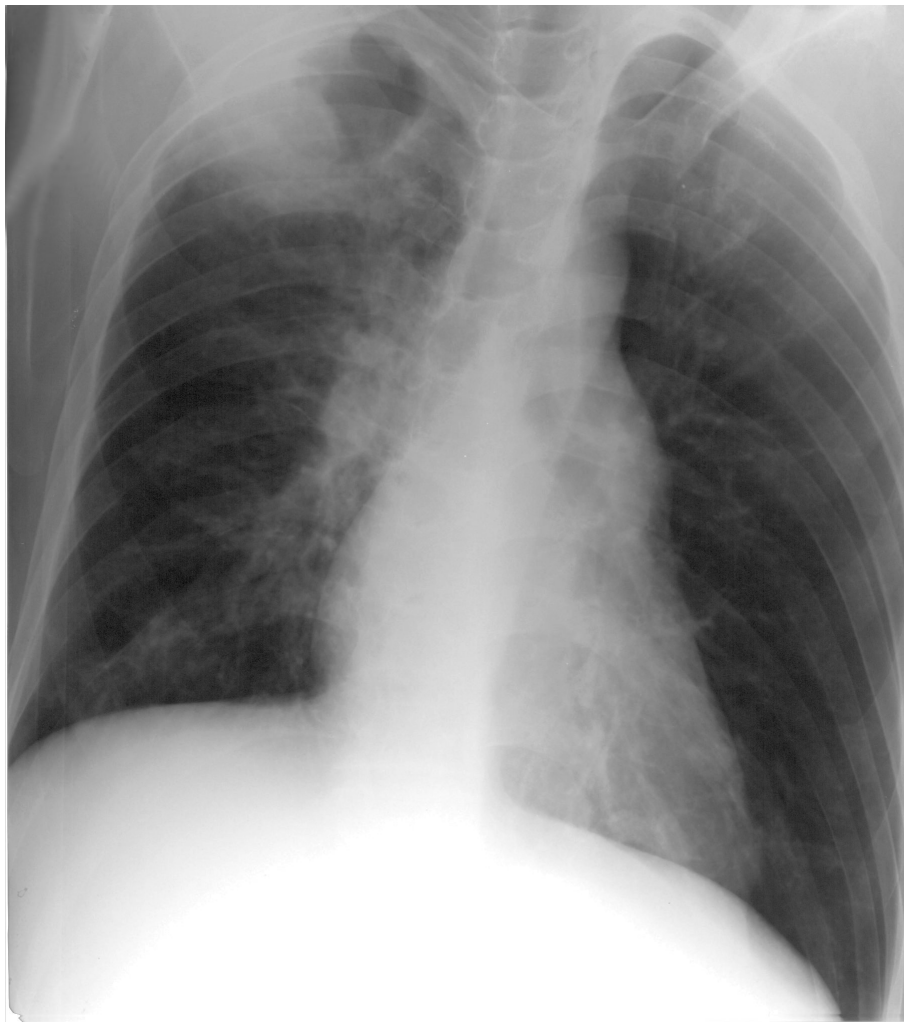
p.a. Röntgenthorax bei Aufnahme des Patienten mit zu diagnostizierender Pathologie im rechtem Oberfeld
